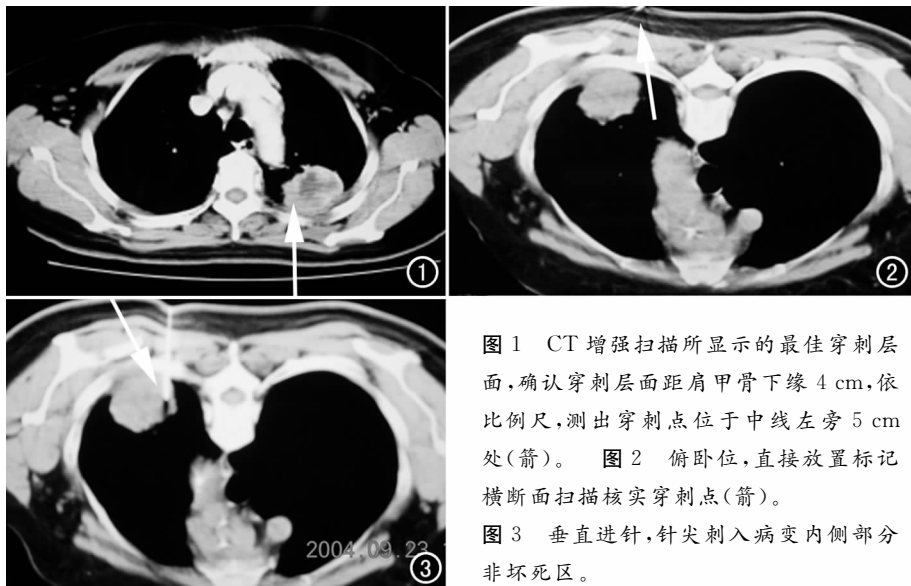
CT 增强扫描所显示的最佳穿刺层面, 确认穿刺层面距肩甲骨下缘 4 cm, 依比例尺, 测出穿刺点位于中线左旁 5 cm 处(箭)。图 2 俯卧位, 直接放置标记横断面扫描核实穿刺点(箭)。图 3 垂直进针, 针尖刺入病变内侧部分非坏死区。
